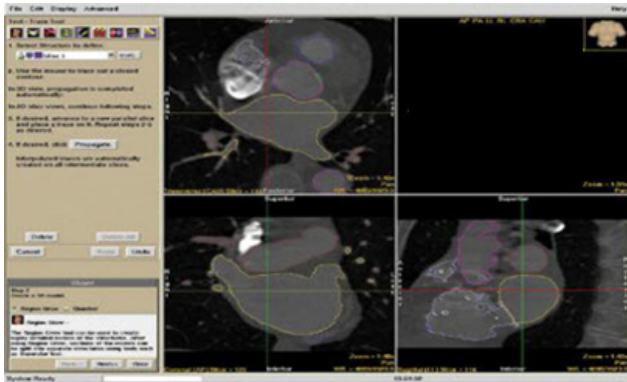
КТ зображення серця в різних площинах
